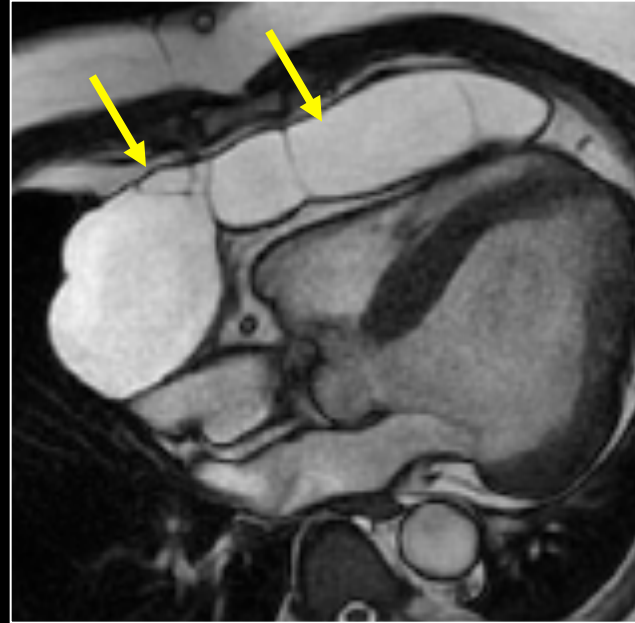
RM cardiaca: secuencia de RTG en eje corto
